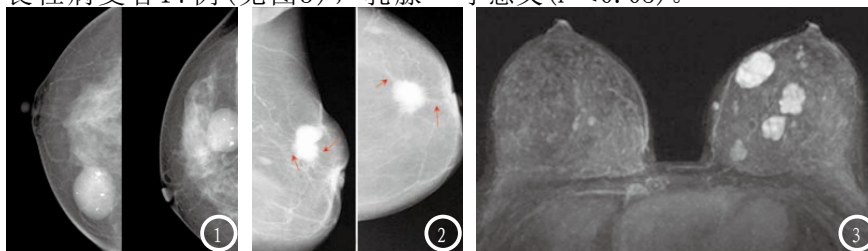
患者:女性,钼靶图像显示右乳可见类圆形肿块,内可见粗大钙化点,初步诊断为右乳纤维瘤。图2 患者:女性,患者钼靶图像左乳可见不规则肿块影,肿块边缘呈毛刺状(红色↑),导管内可见线状钙化点,结合临床初步诊断乳腺癌。图3 患者:女性,MRI平扫图像显示患者左乳内可见多个边界清楚、质地切实的卵圆形肿块,初步考虑诊断为左乳多发纤维瘤。
